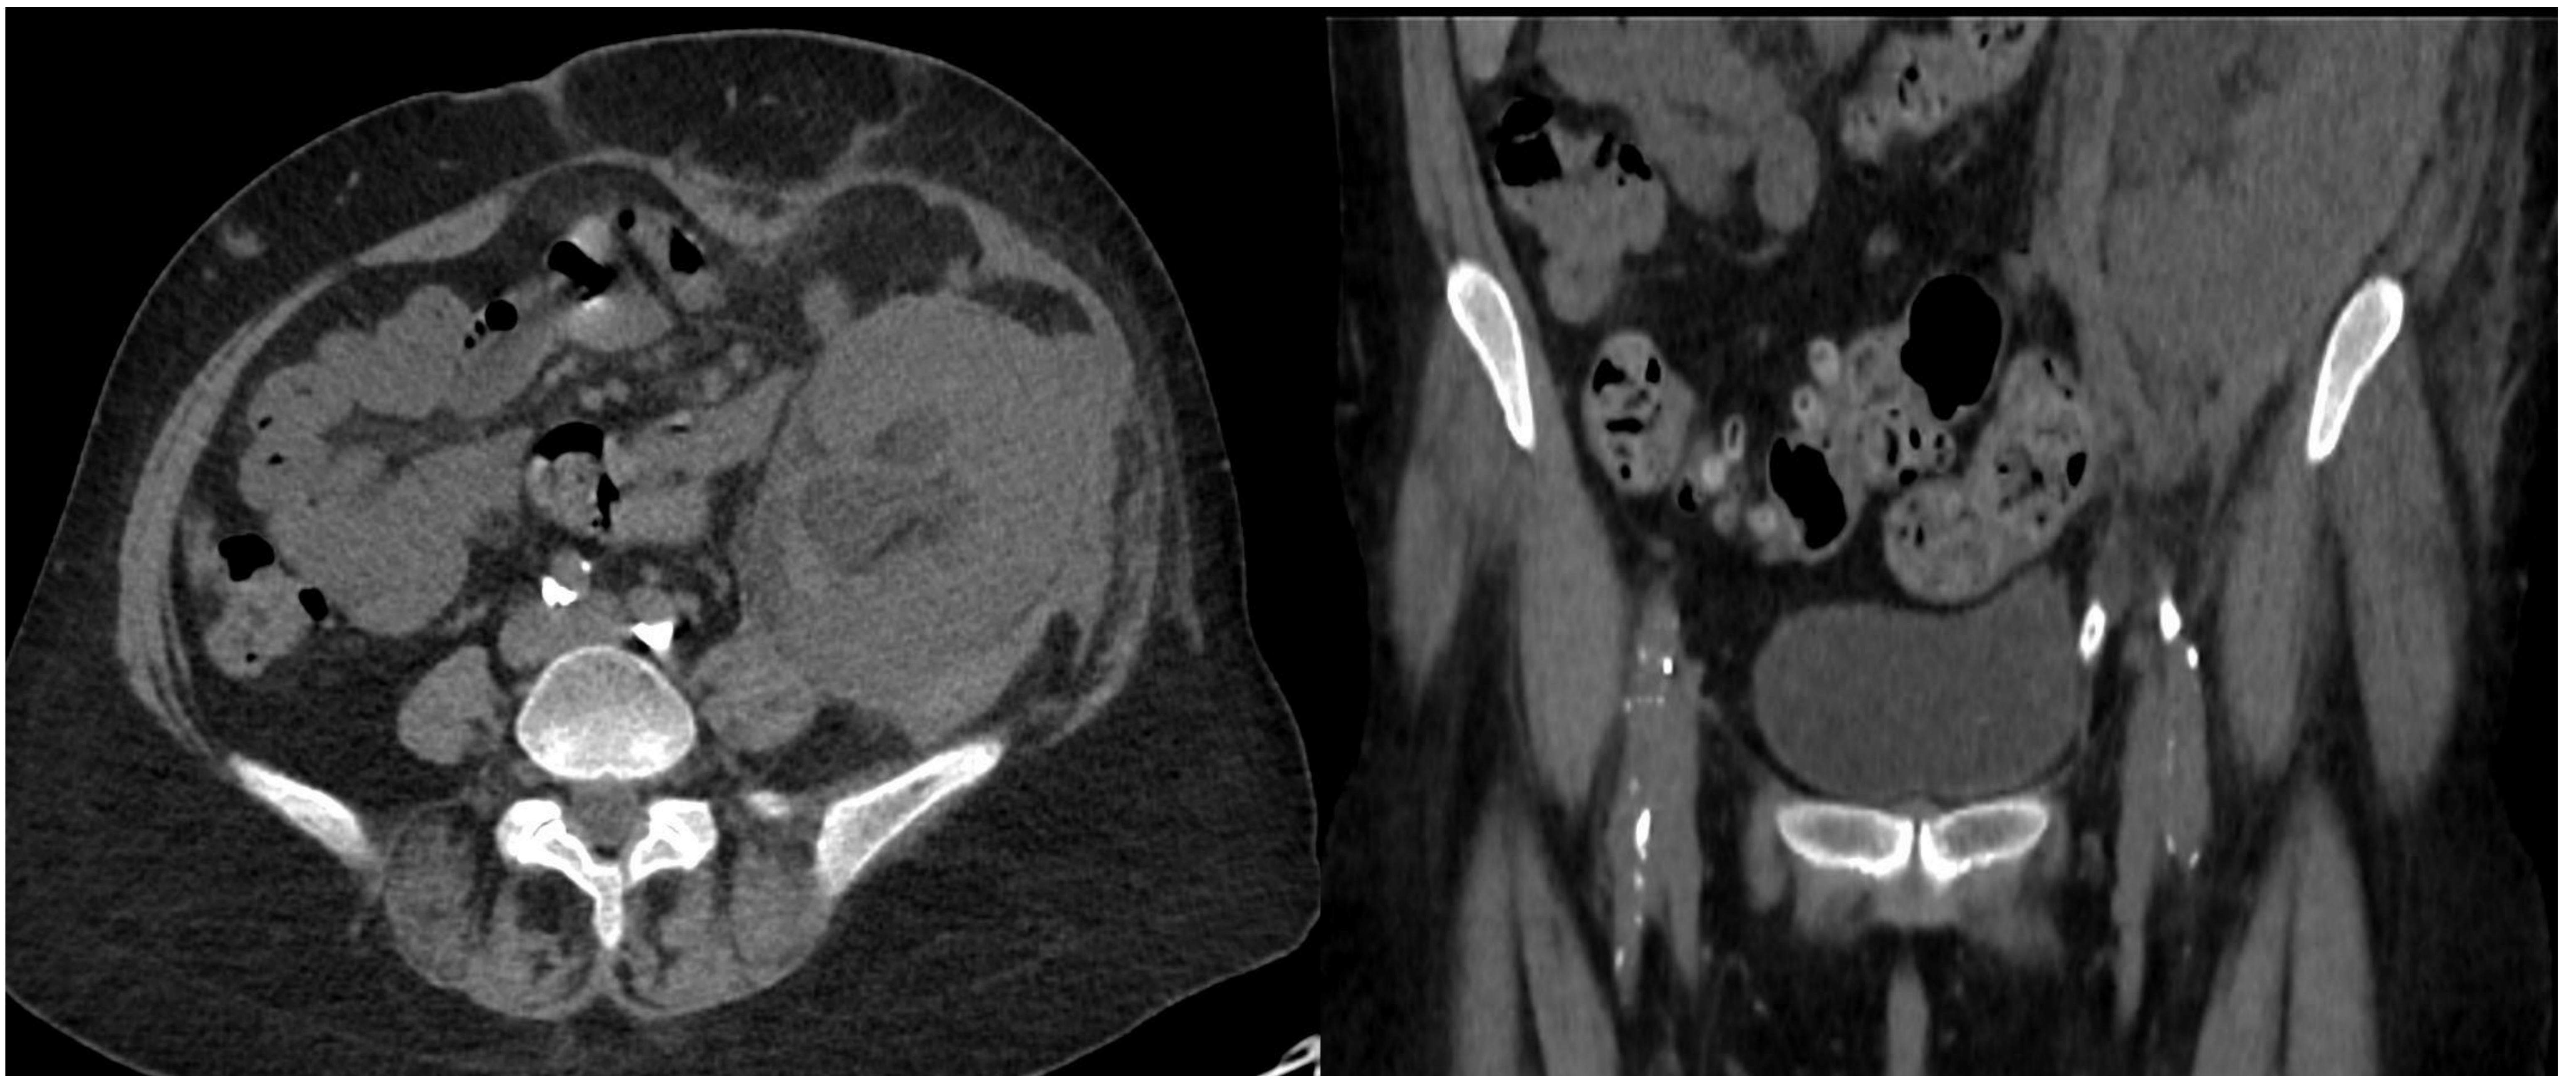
Paciente trasplantado hace 20 días con deterioro de la función renal al que se le realiza ecografía observando ureterohidronefrosis grado III. Se completa estudio con TC para filiar la causa identificando un engrosamiento en la unión ureterovesical.
